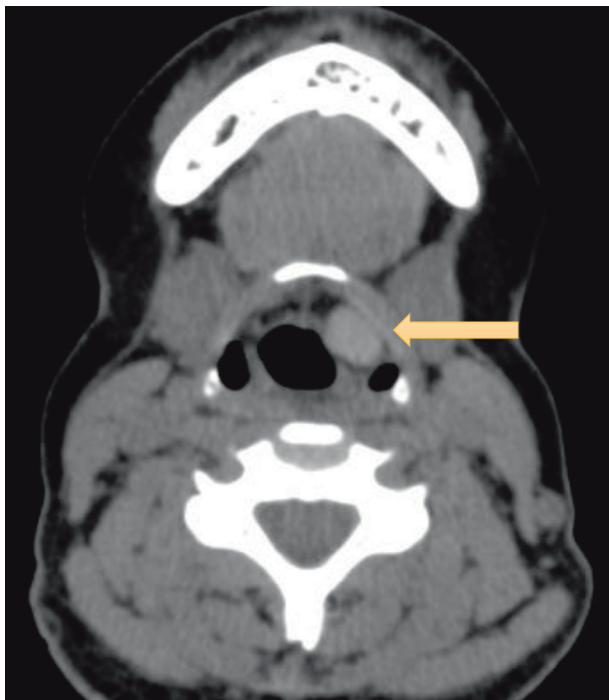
Компьютерная томография шеи с внутривенным болюсным контрастированием в аксиальной проекции. Визуализируется округлое гиподенсивное образование в левом преднадгортанниковом пространстве, не накапливающее контраст (1,5 × 1 × 2 см). Стрелкой указана киста гортани
